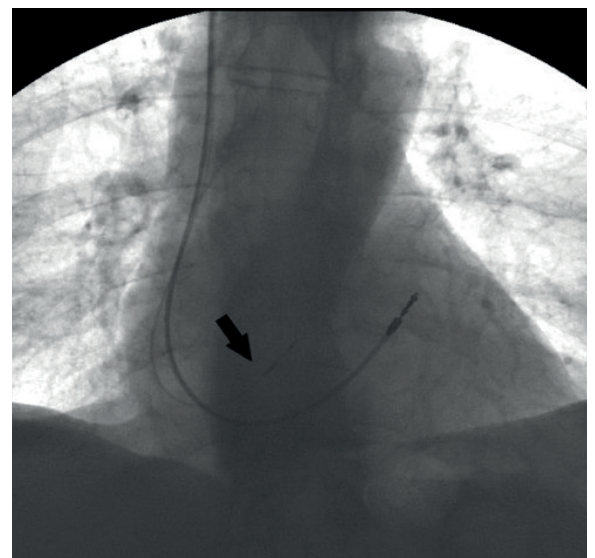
Рентгенограмма после имплантации. Отражено два электрода: прежний, установленный в выходном тракте правого желудочка, и новый, имплантированный в область пучка Гиса (указан стрелкой)
